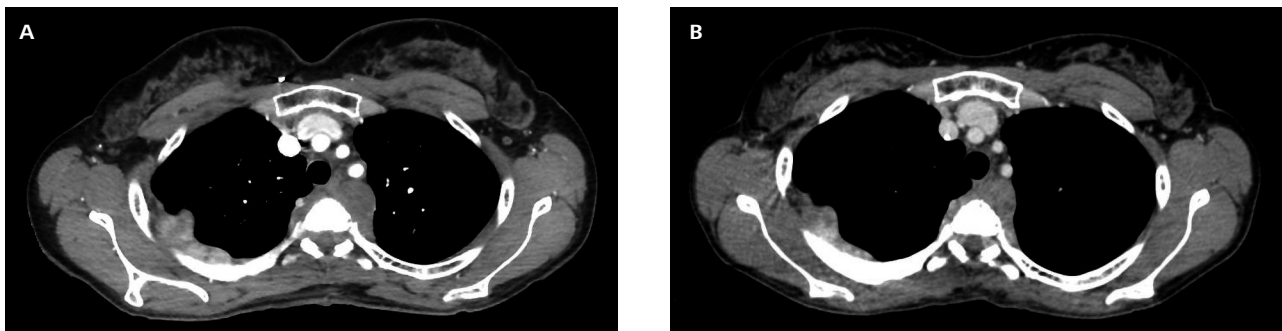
A) TAC torace de 05.08.2020; B) TAC di rivalutazione del 20.11.2020 dimostra iniziale remissione a livello paravertebrale.
